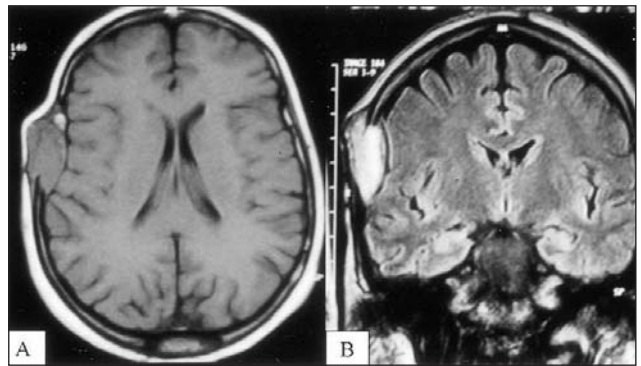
A,B: Kranyal MRG'de sağ temporal epidural yerleşimli T1-ağırlıklı kesitte izointens, kontrast sonrası heterojen kontrast tutan 20x15 mm çapında lezyon
